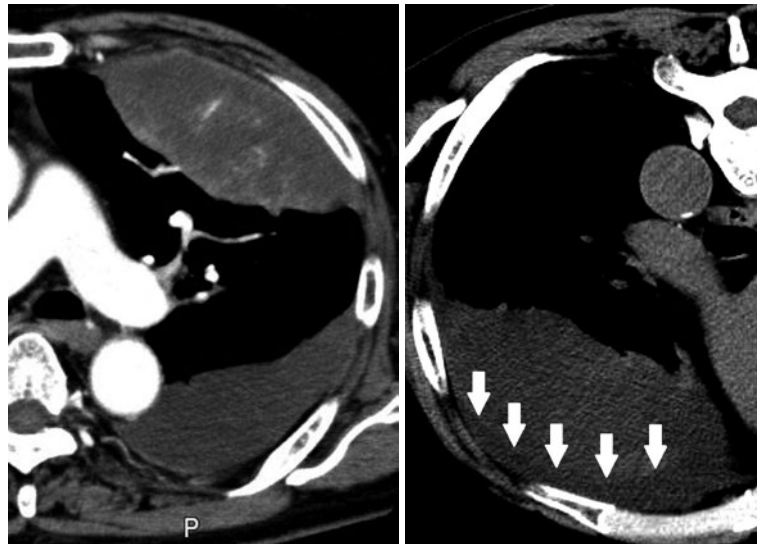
左胸水あり。左上葉腹側にレンズ状腫瘤性病変を認め、造影早期相では左肺動脈が病変境界で屈曲しながら病変と連続しており、肺内病変が疑われた。腹臥位撮影 CT では病変と胸壁の間に胸水が移動した。
